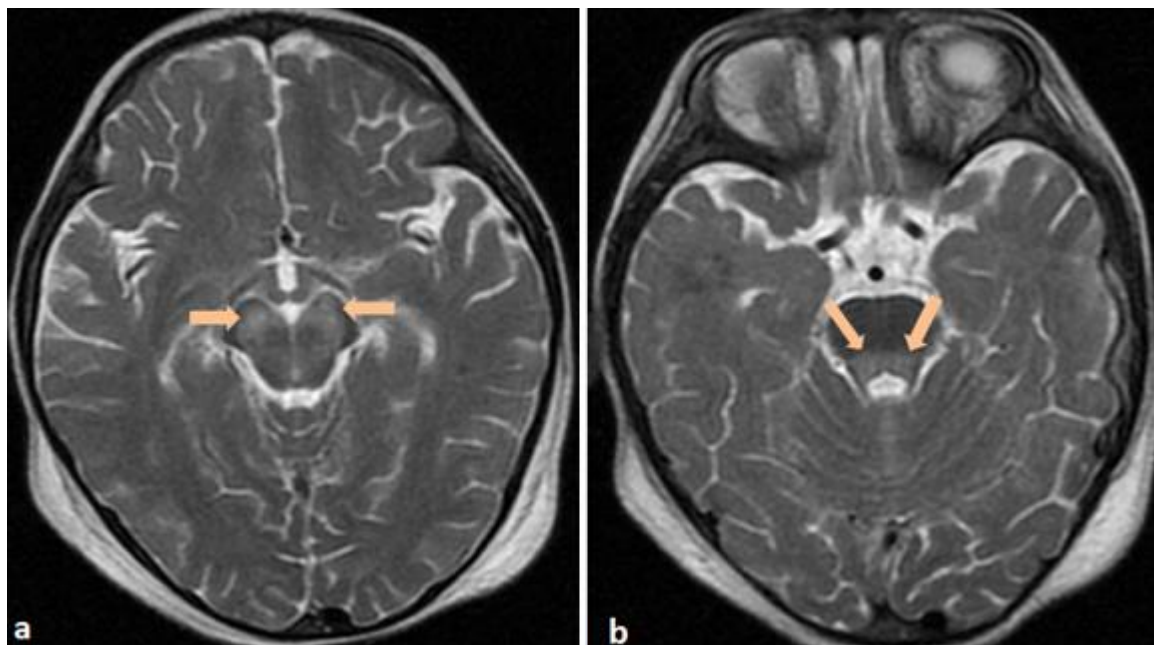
IRM cérébrale en séquence pondérée T2, en coupes axiales, montrant un hypersignal bilatéral symétrique au niveau du mésencéphale (a) et au niveau des pédoncules cérébelleux supérieurs (b).
